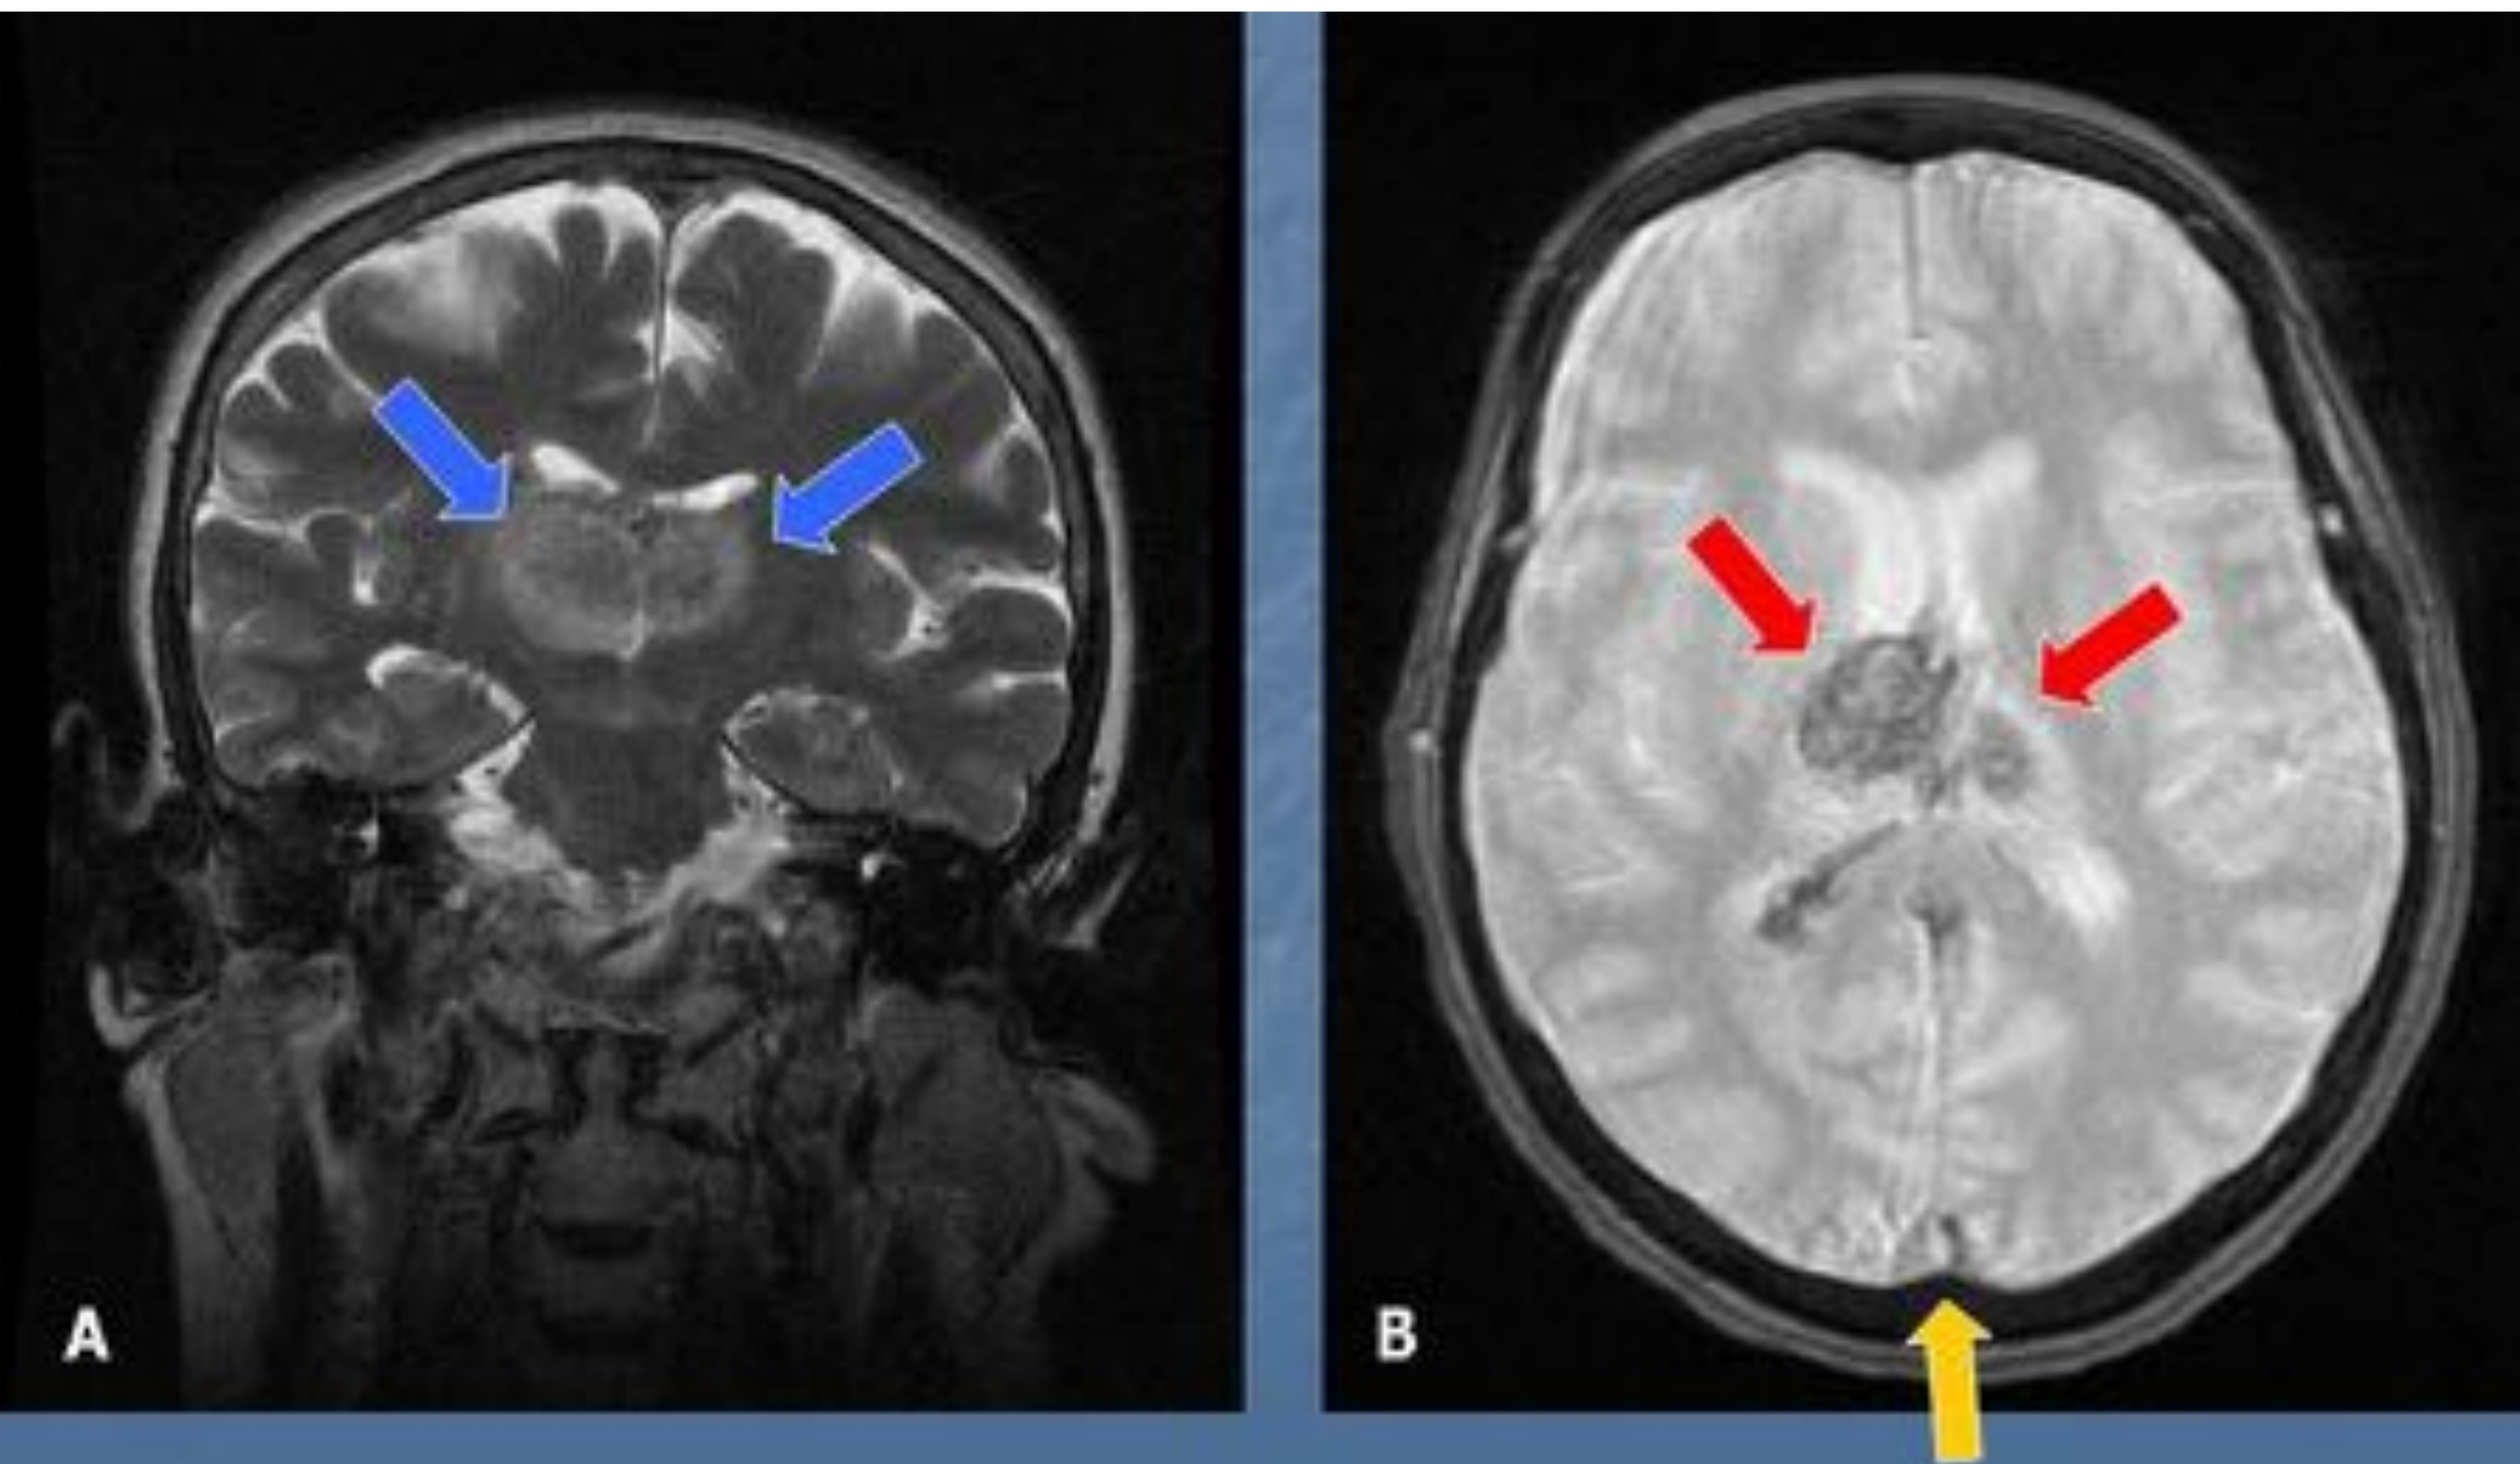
Misma paciente que en las figuras 13 y 14. A: La imagen coronal de RM potenciada en T2 muestra una intensidad de señal heterogénea en ambos tálamos (flechas azules), debido a un infarto. B: La secuencia de eco de gradiente muestra baja intensidad de señal en ambos tálamos (flechas rojas) debido a cambios hemorrágicos. Obsérvese la hipointensidad de señal puntiforme en el seno sagital superior (flecha amarilla).
